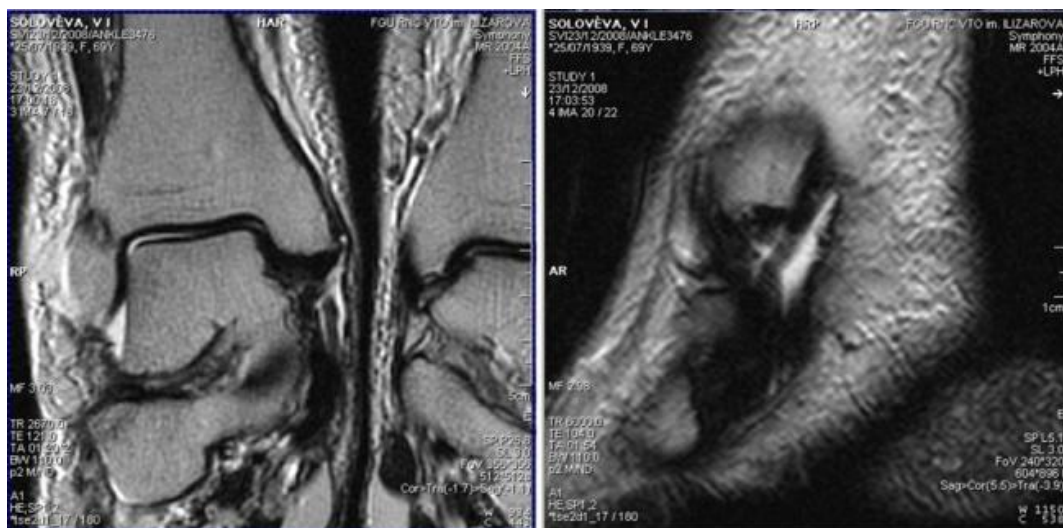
МРТ голеностопного сустава, T1-взвешенные изображения в корональной (а) и сагиттальной (б) проекциях больной С., 60 лет, застарелое повреждение голеностопного сустава. Несросшийся апикальный перелом внутренней лодыжки, разрыв дельтовидной связки
